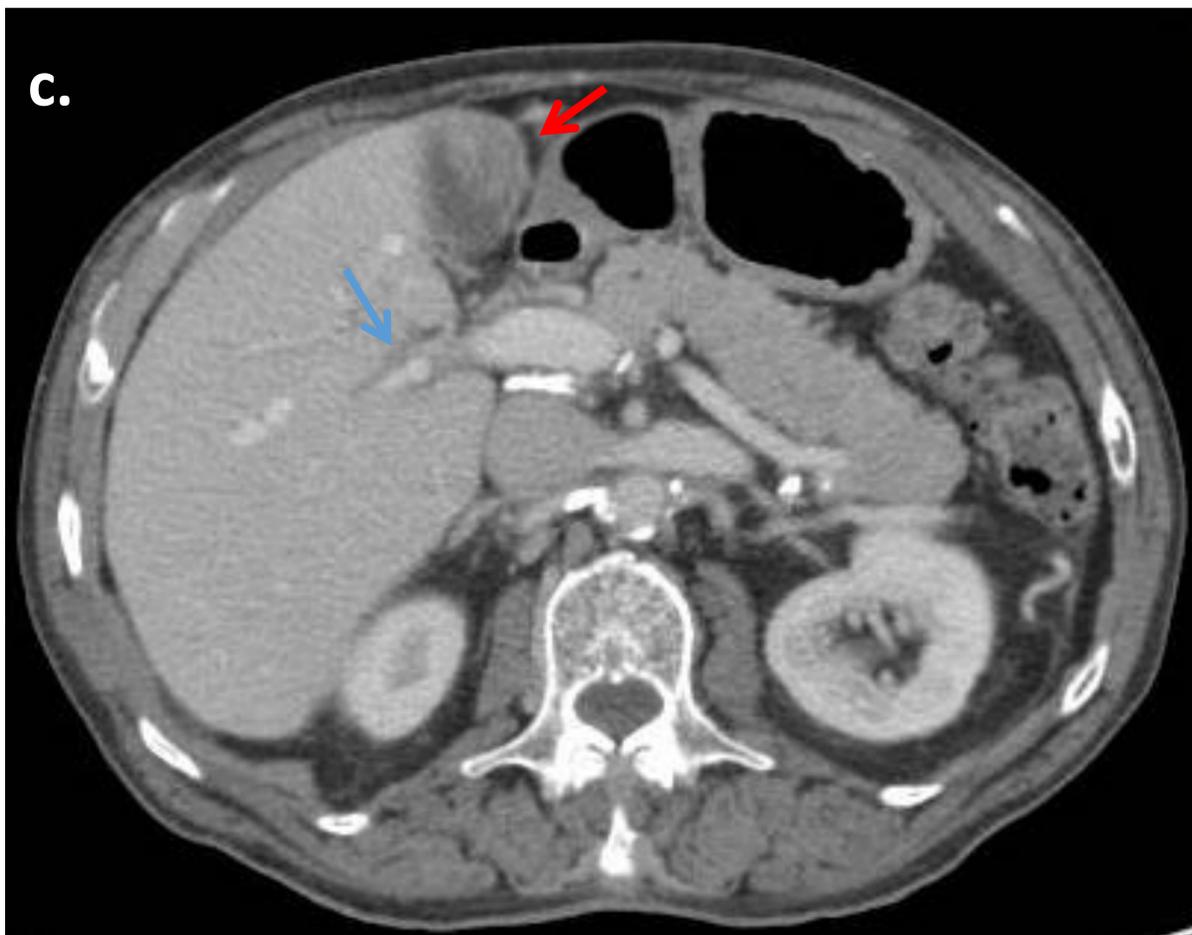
TC con CIV, cortes axiales. Se identifica un engrosamiento nodular de la pared vesicular (flecha), intraluminal, heterogéneo y antideclive. Estos hallazgos son sugestivos de patología tumoral,, y el adenocarcinoma el primario más probablee. Se observa leve dilatación de los radicales intrahepáticos (flecha).
